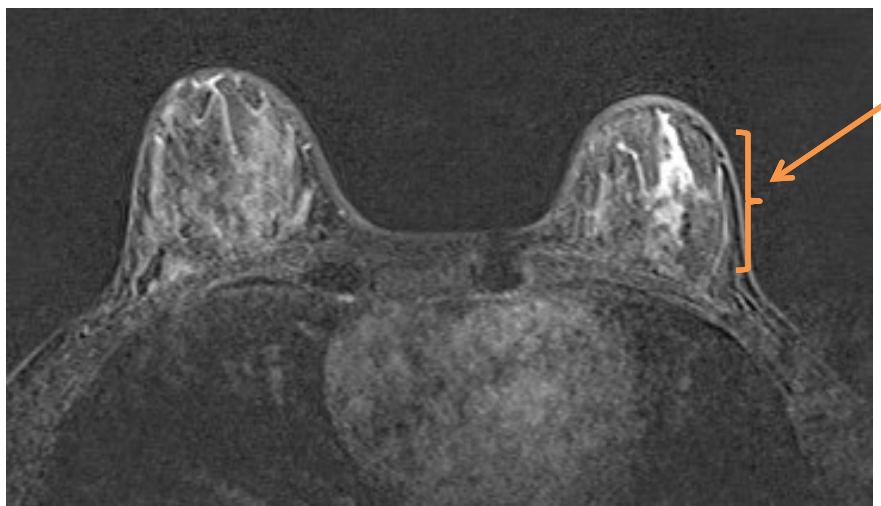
МРТ молочных желез — пост-, пре-контрастные изображения. Стрелкой указана зона изменения в молочной железе
